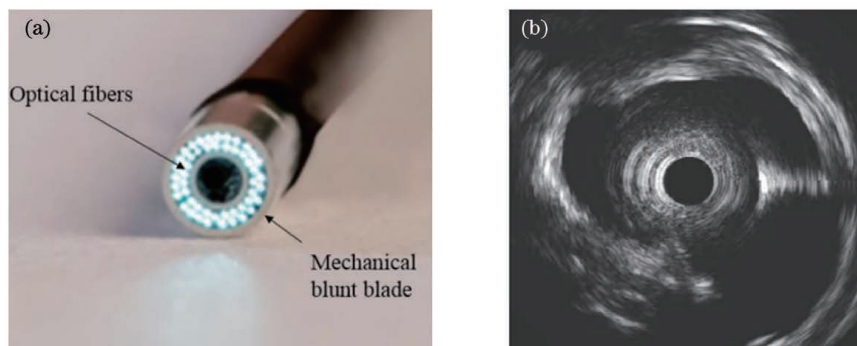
导管及成像<sup>[57]</sup>。(a)导管远端尖端,包括机械刀片和光纤;(b)使用 Atlantis SR Pro2™ 导管(Boston Scientific)对尸体股浅动脉(SFA)进行血管间超声(IVUS)成像,亮区显示钙化病变
